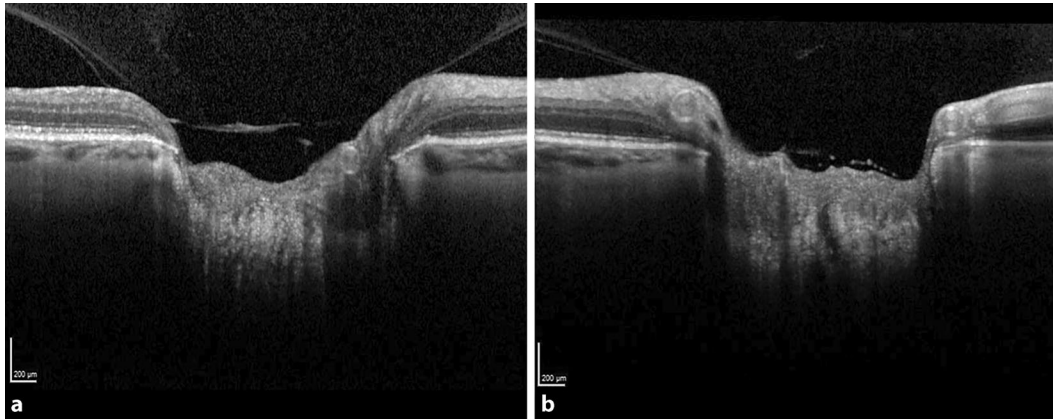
◀ Darstellung des N. opticus des rechten (a) und des linken Auges (b) einer 79-jährigen Patientin durch Optische Kohärenztomographie (OCT). Es zeigt sich eine Optikusatrophie bei Normaldruckglaukom, die durch das Screening aufgedeckt worden ist
